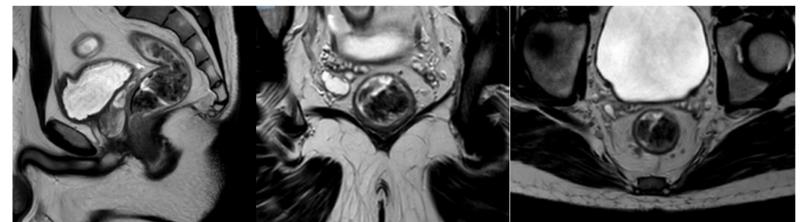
RMN rectal al diagnóstico que muestra la neoplasia en el recto inferior cT3N2a.
